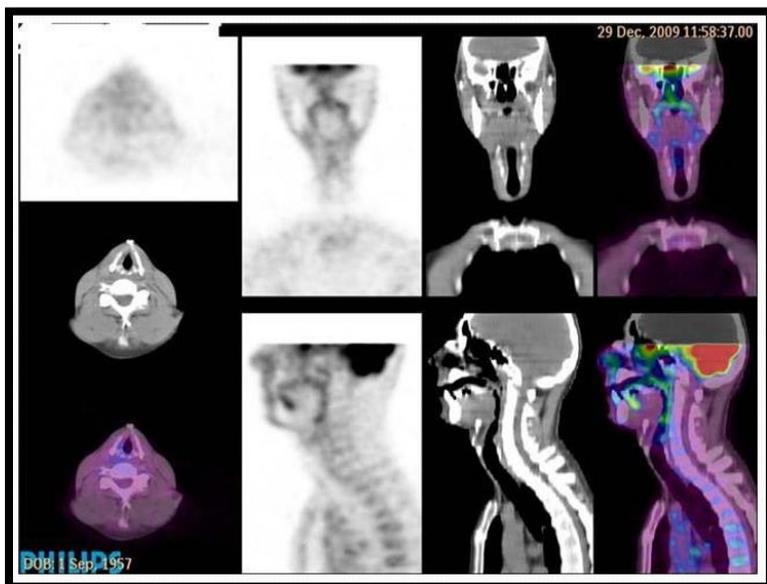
PET-Scan cervical normal (trois plans); fusion d'une image morphologique et d'une image fonctionnelle; absence d'hyperfixation pathologique.
